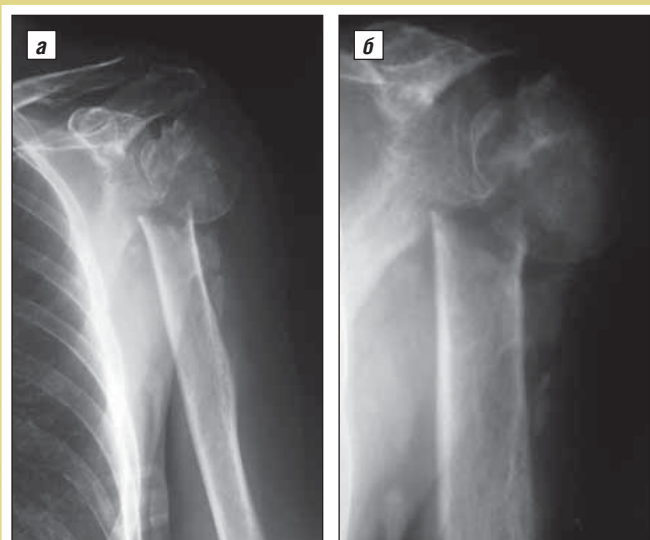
Рентгенограммы левого плечевого сустава больного Ш., 60 лет. Ложный сустав шейки плеча. Остеопороз. Истонченная головка плечевой кости, напоминающая скорлупу. Признаков сращения перелома нет. Посттравматический артроз плечевого сустава III стадии
